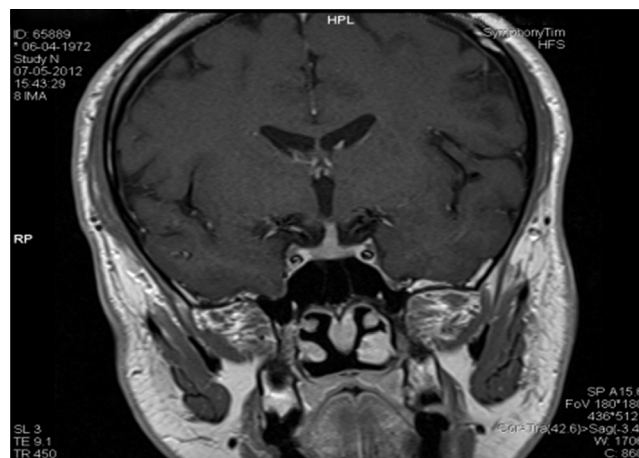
RM hipofisária (corte coronal) em ponderação T1: de realçar o alargamento da haste hipofisária.
